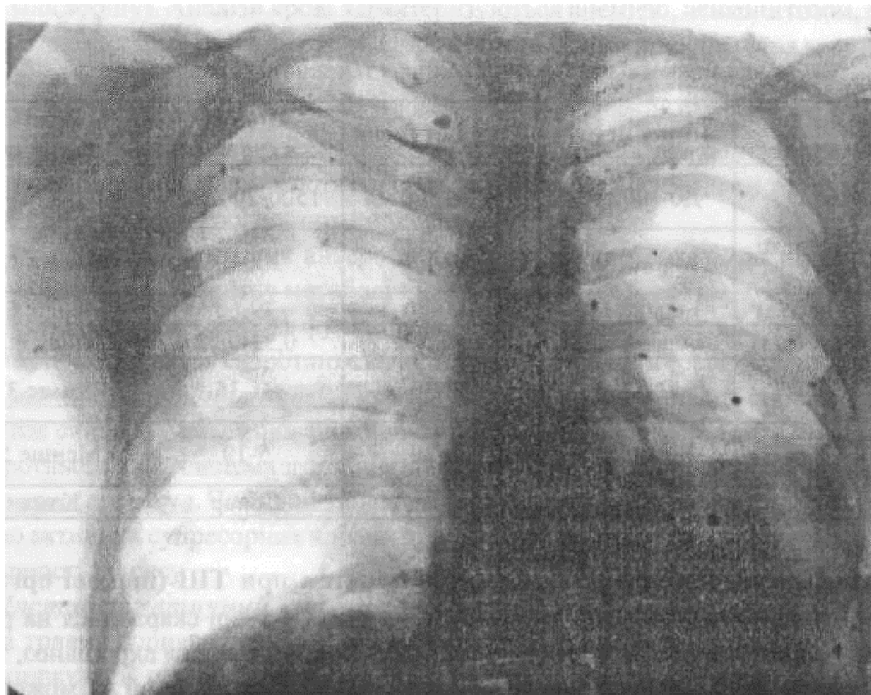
Рентгенограма. Множинні осколкові проникаючі поранення грудей і ушкодженням лівої леї ені. Малий і є мотор а кс.
